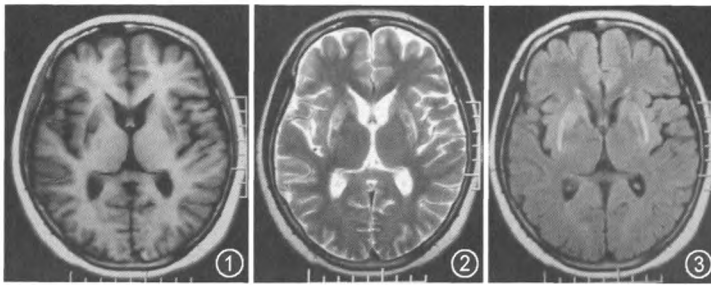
提示双侧壳核和尾状核对称性长 T<sub>1</sub> 异常信号 图 2 提示双侧壳核和尾状核对称性长 T<sub>2</sub> 异常信号 图 3 FLAIR 像提示双侧壳核和尾状核对称性高信号
